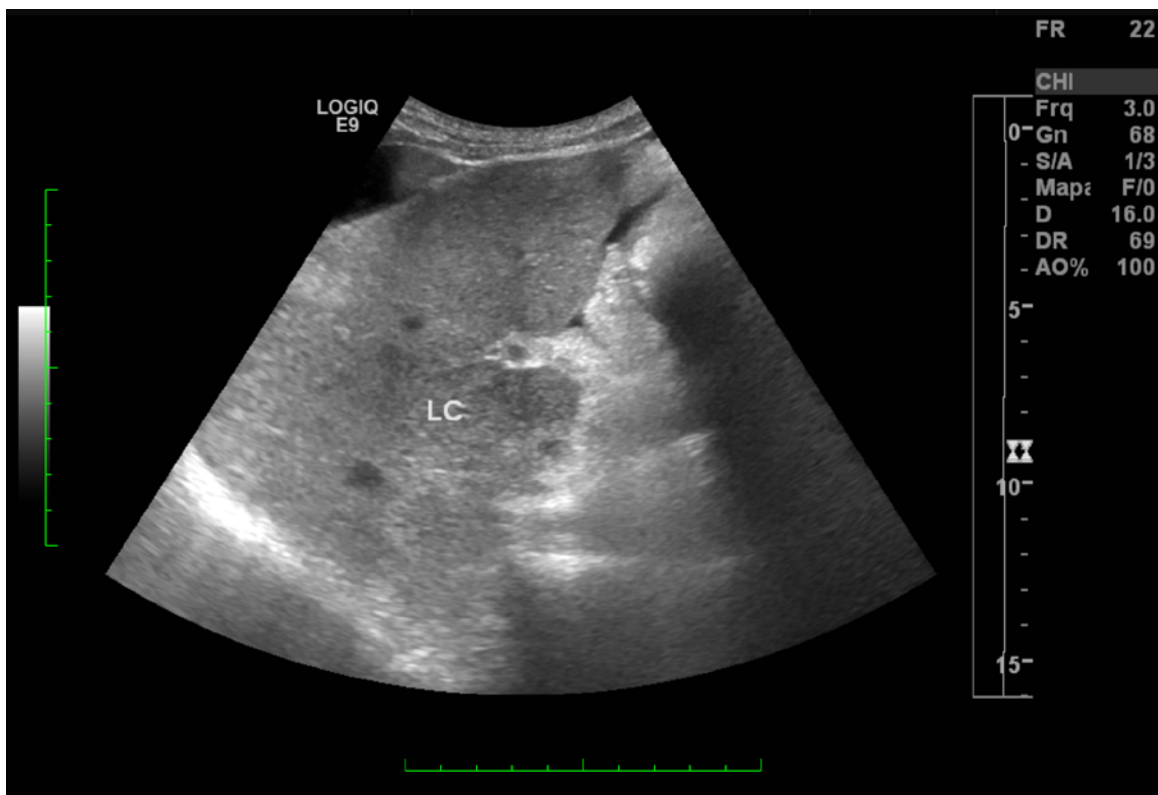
Ultrassonografia do fígado, modo B
